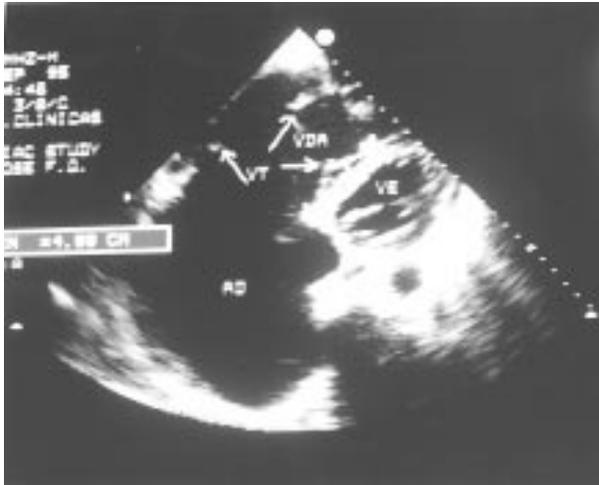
Ecocardiograma transtorácico: valva tricúspide (setas) com abertura a 4,8cm abaixo do anel atrioventricular. AD- átrio direito; VE- ventrículo esquerdo; VT- valva tricúspide; VDA- ventrículo direito atrializado.
